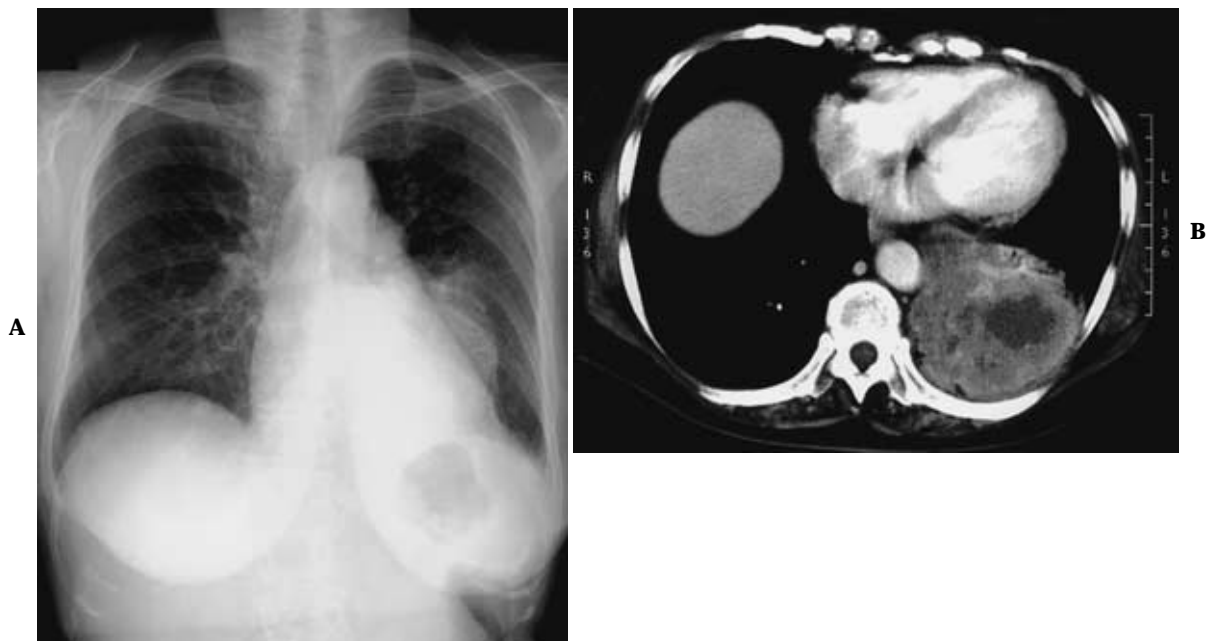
Chest X-ray film (A) and chest CT (B) of case 1 on admission, showing a mass shadow in left S<sup>10</sup>.
